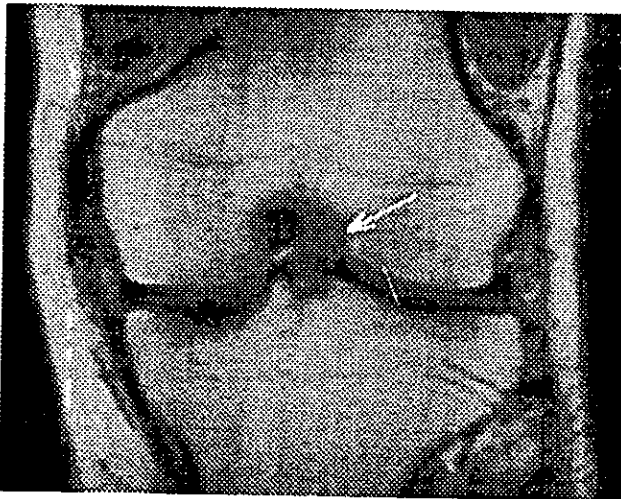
IRM Spin Eco en Coronal T1 Con Tiempo de Repetición 550 Tiempo de Eco 15 donde observamos Ruptura del Ligamento Colateral Multifragmentaria y del Ligamento Cruzado Anterior.
